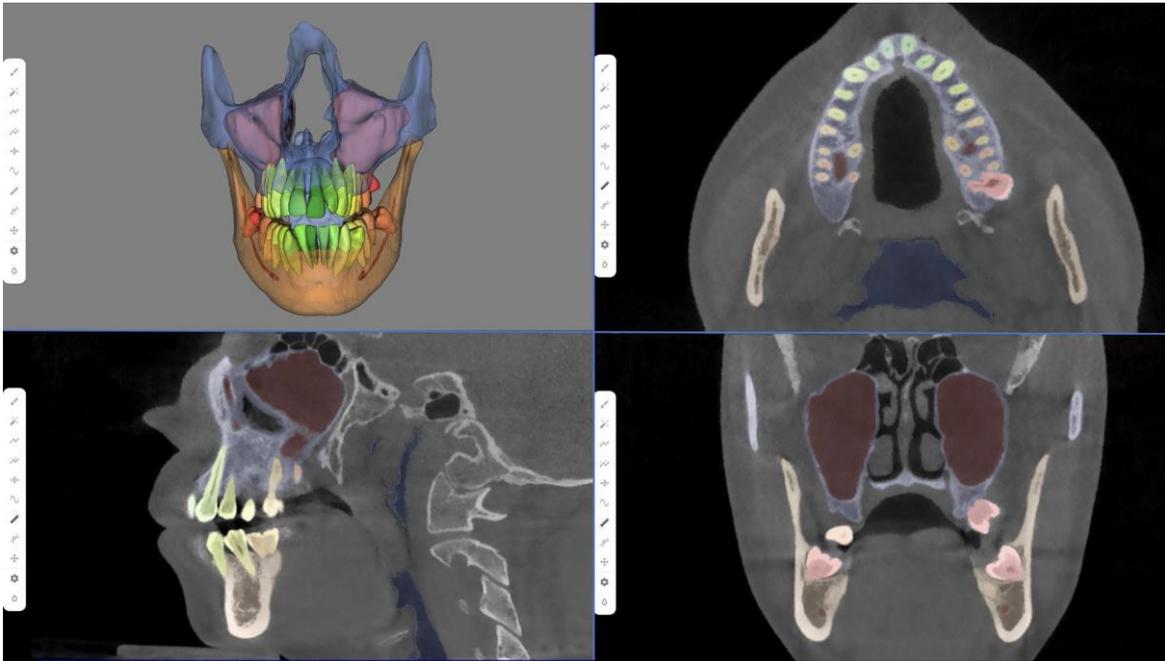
Segmentation automatique à partir d'un CBCT (41)
